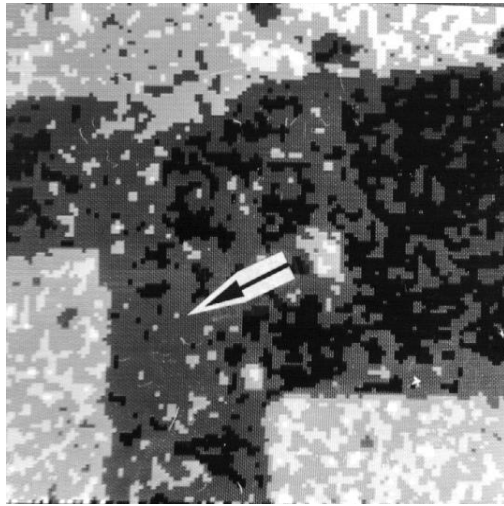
Компактно расположенные минерализованные структуры регенерата (стрелка) на отдельных участках в углу дефекта полностью перекрывают диастаз. 7 суток после операции. Карта рентгеновского электронно-зондового микроанализа. Изображение в рентгеновских лучах кальция. Увеличение 27
